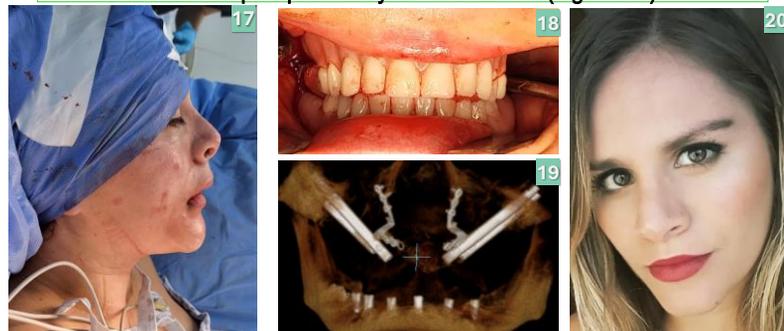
Perfil postquirúrgico inicial, rehabilitación protésica, TC de control. Apariencia facial actual.
